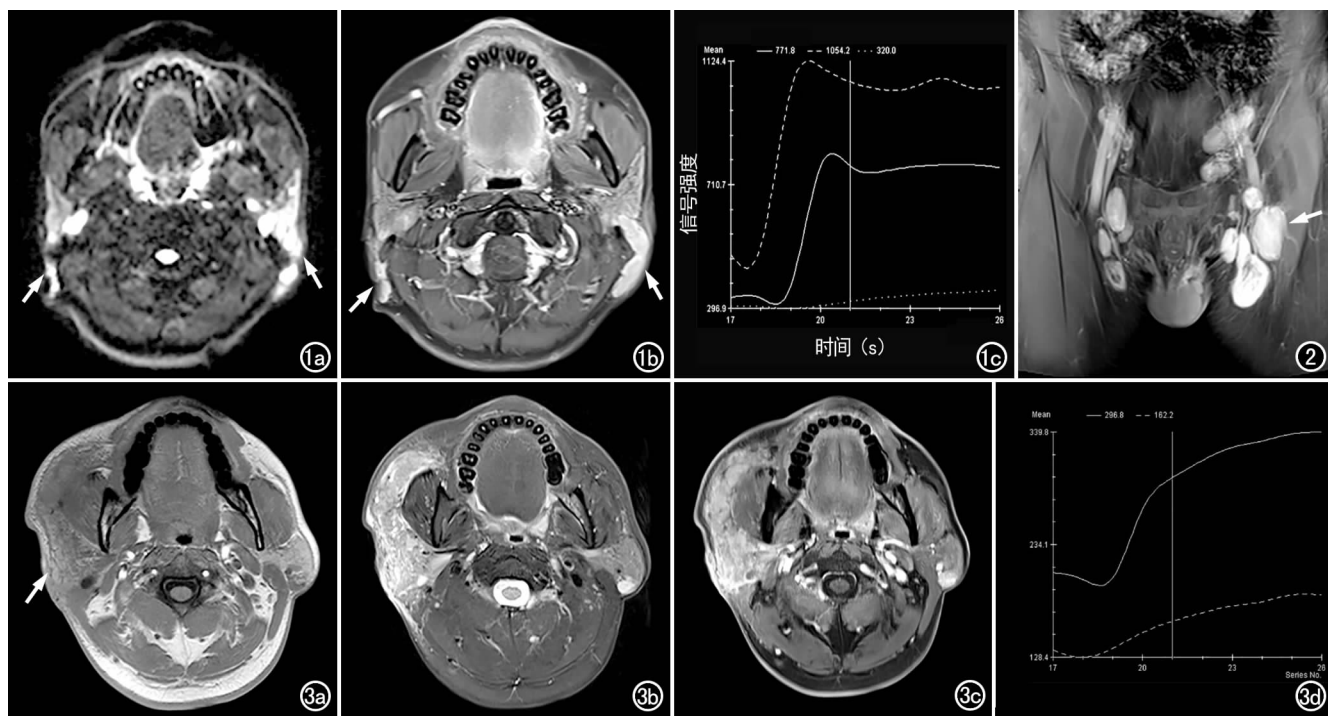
男, 17 岁, 耳后区木村病, 病史 1 年。a) DWI 示双侧耳后区病灶呈高信号(箭); b) 横轴面对比增强 T₁WI, 显示病灶呈多发结节状, 有明显均匀强化(箭); c) 动态增强曲线, 显示病灶表现为早期明显强化。
